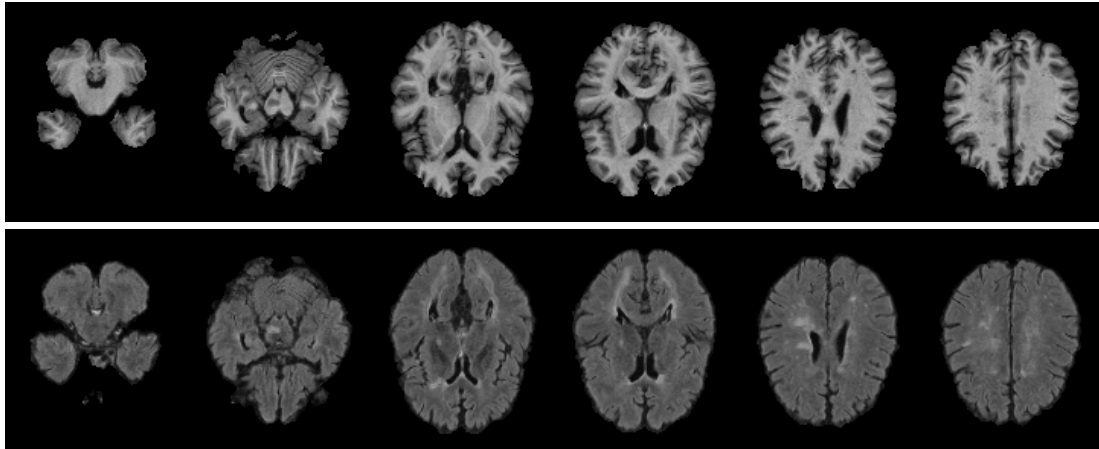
MRT-Bilder von Patient 1. T_1 -Sequenz (Oben) und FLAIR-Sequenz (Unten).
